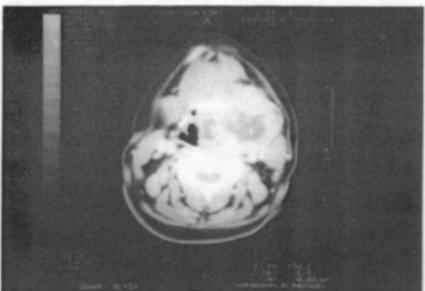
Neck CT scan showing bulky solid tumor mass with internal necrotic portions in the left submandibular region and obliterating the left wing of hyoid bone.
